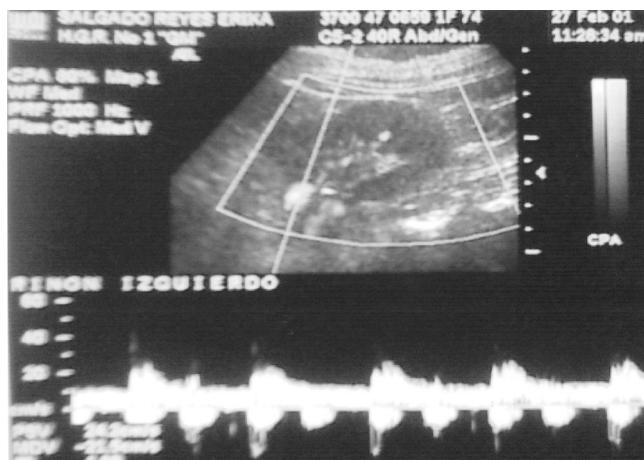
Ultrasonido doppler que demuestra flujo pulsátil en la vena renal izquierda.
